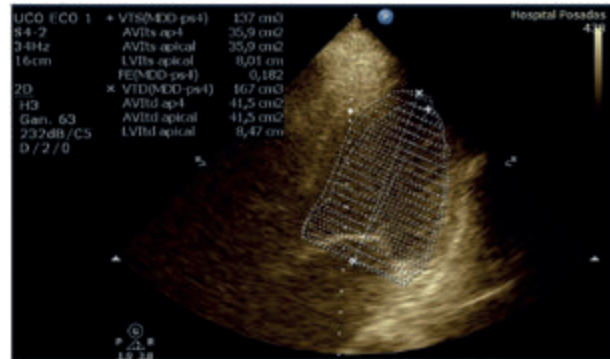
Ecocardiograma de ingreso con deterioro severo de función sistólica del ventrículo izquierdo.
